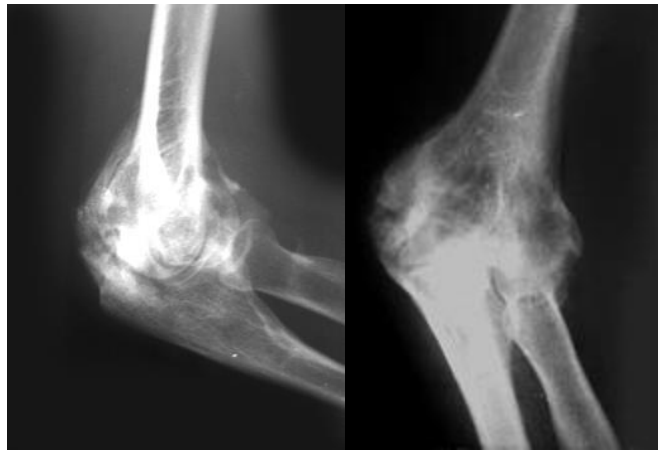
Рентгенограми хворої Д. до операції
